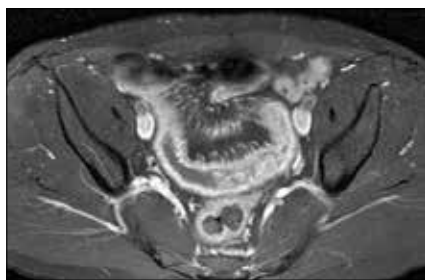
Phénotype non sténosant non pénétrant de MC en Entéro-IRM ; aspect inflammatoire de la paroi et de la graisse péri-digestive d'aspect peigné (comb-sign)
